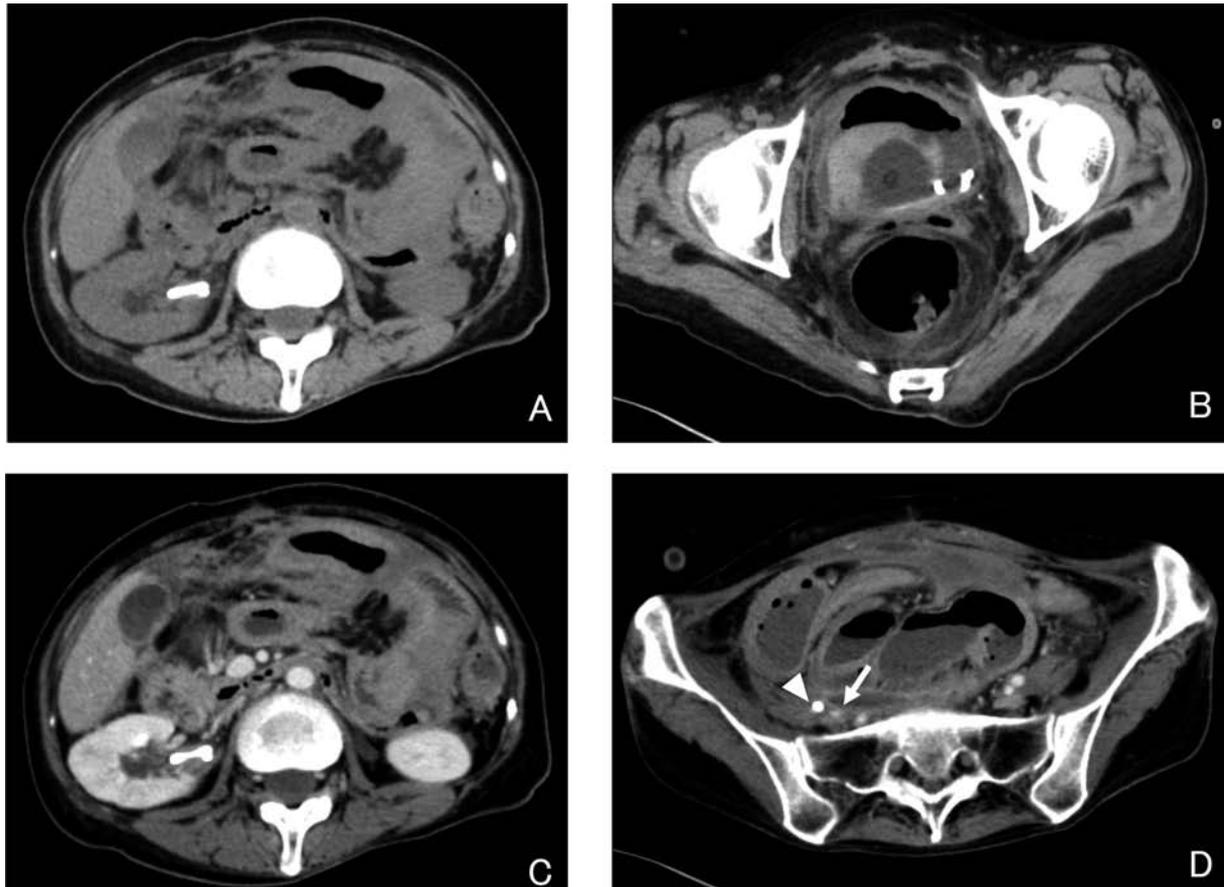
CT scan showing bladder filled with blood clots. There was no source of bleeding in upper urinary tracts (A, B: plane CT, C, D: contrast enhanced CT, arrow head: ureteral stent, arrow: right external iliac artery).
